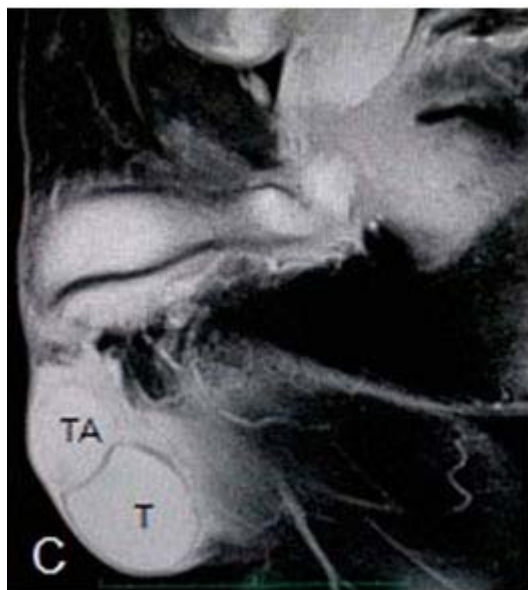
La RMN en secuencia T 2.
